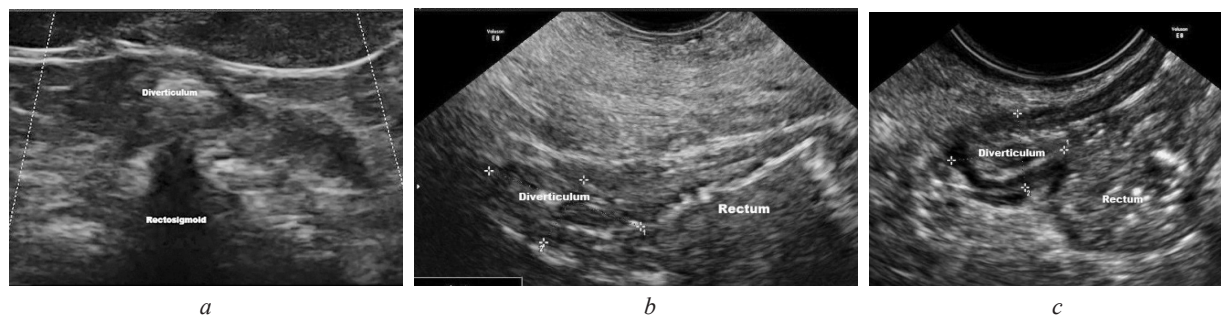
УЗИ ректосигмоидного соединения и прямой кишки: *a* – трансабдоминальный доступ, поперечный срез, линейный датчик 6–15 МГц; *b* – трансвагинальный доступ, косой срез, частота датчика 5–9 МГц; *c* – трансвагинальный доступ, продольное сканирование, частота датчика 5–9 МГц
